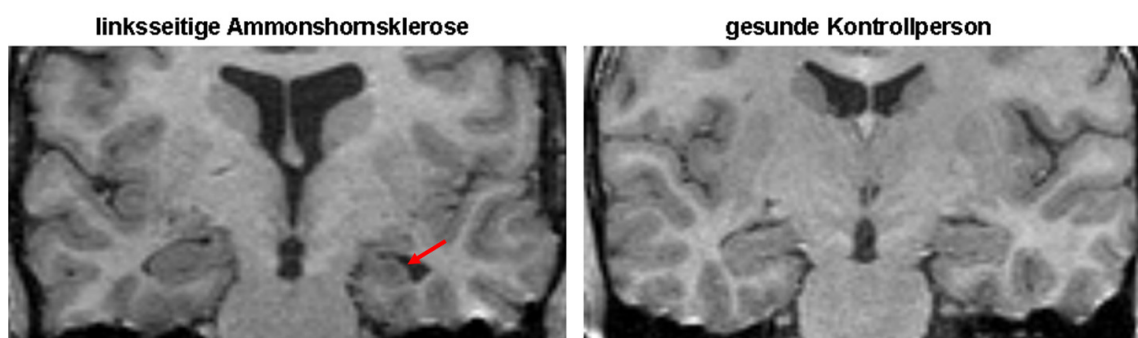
MRT-Darstellung einer Hippocampusklerose
